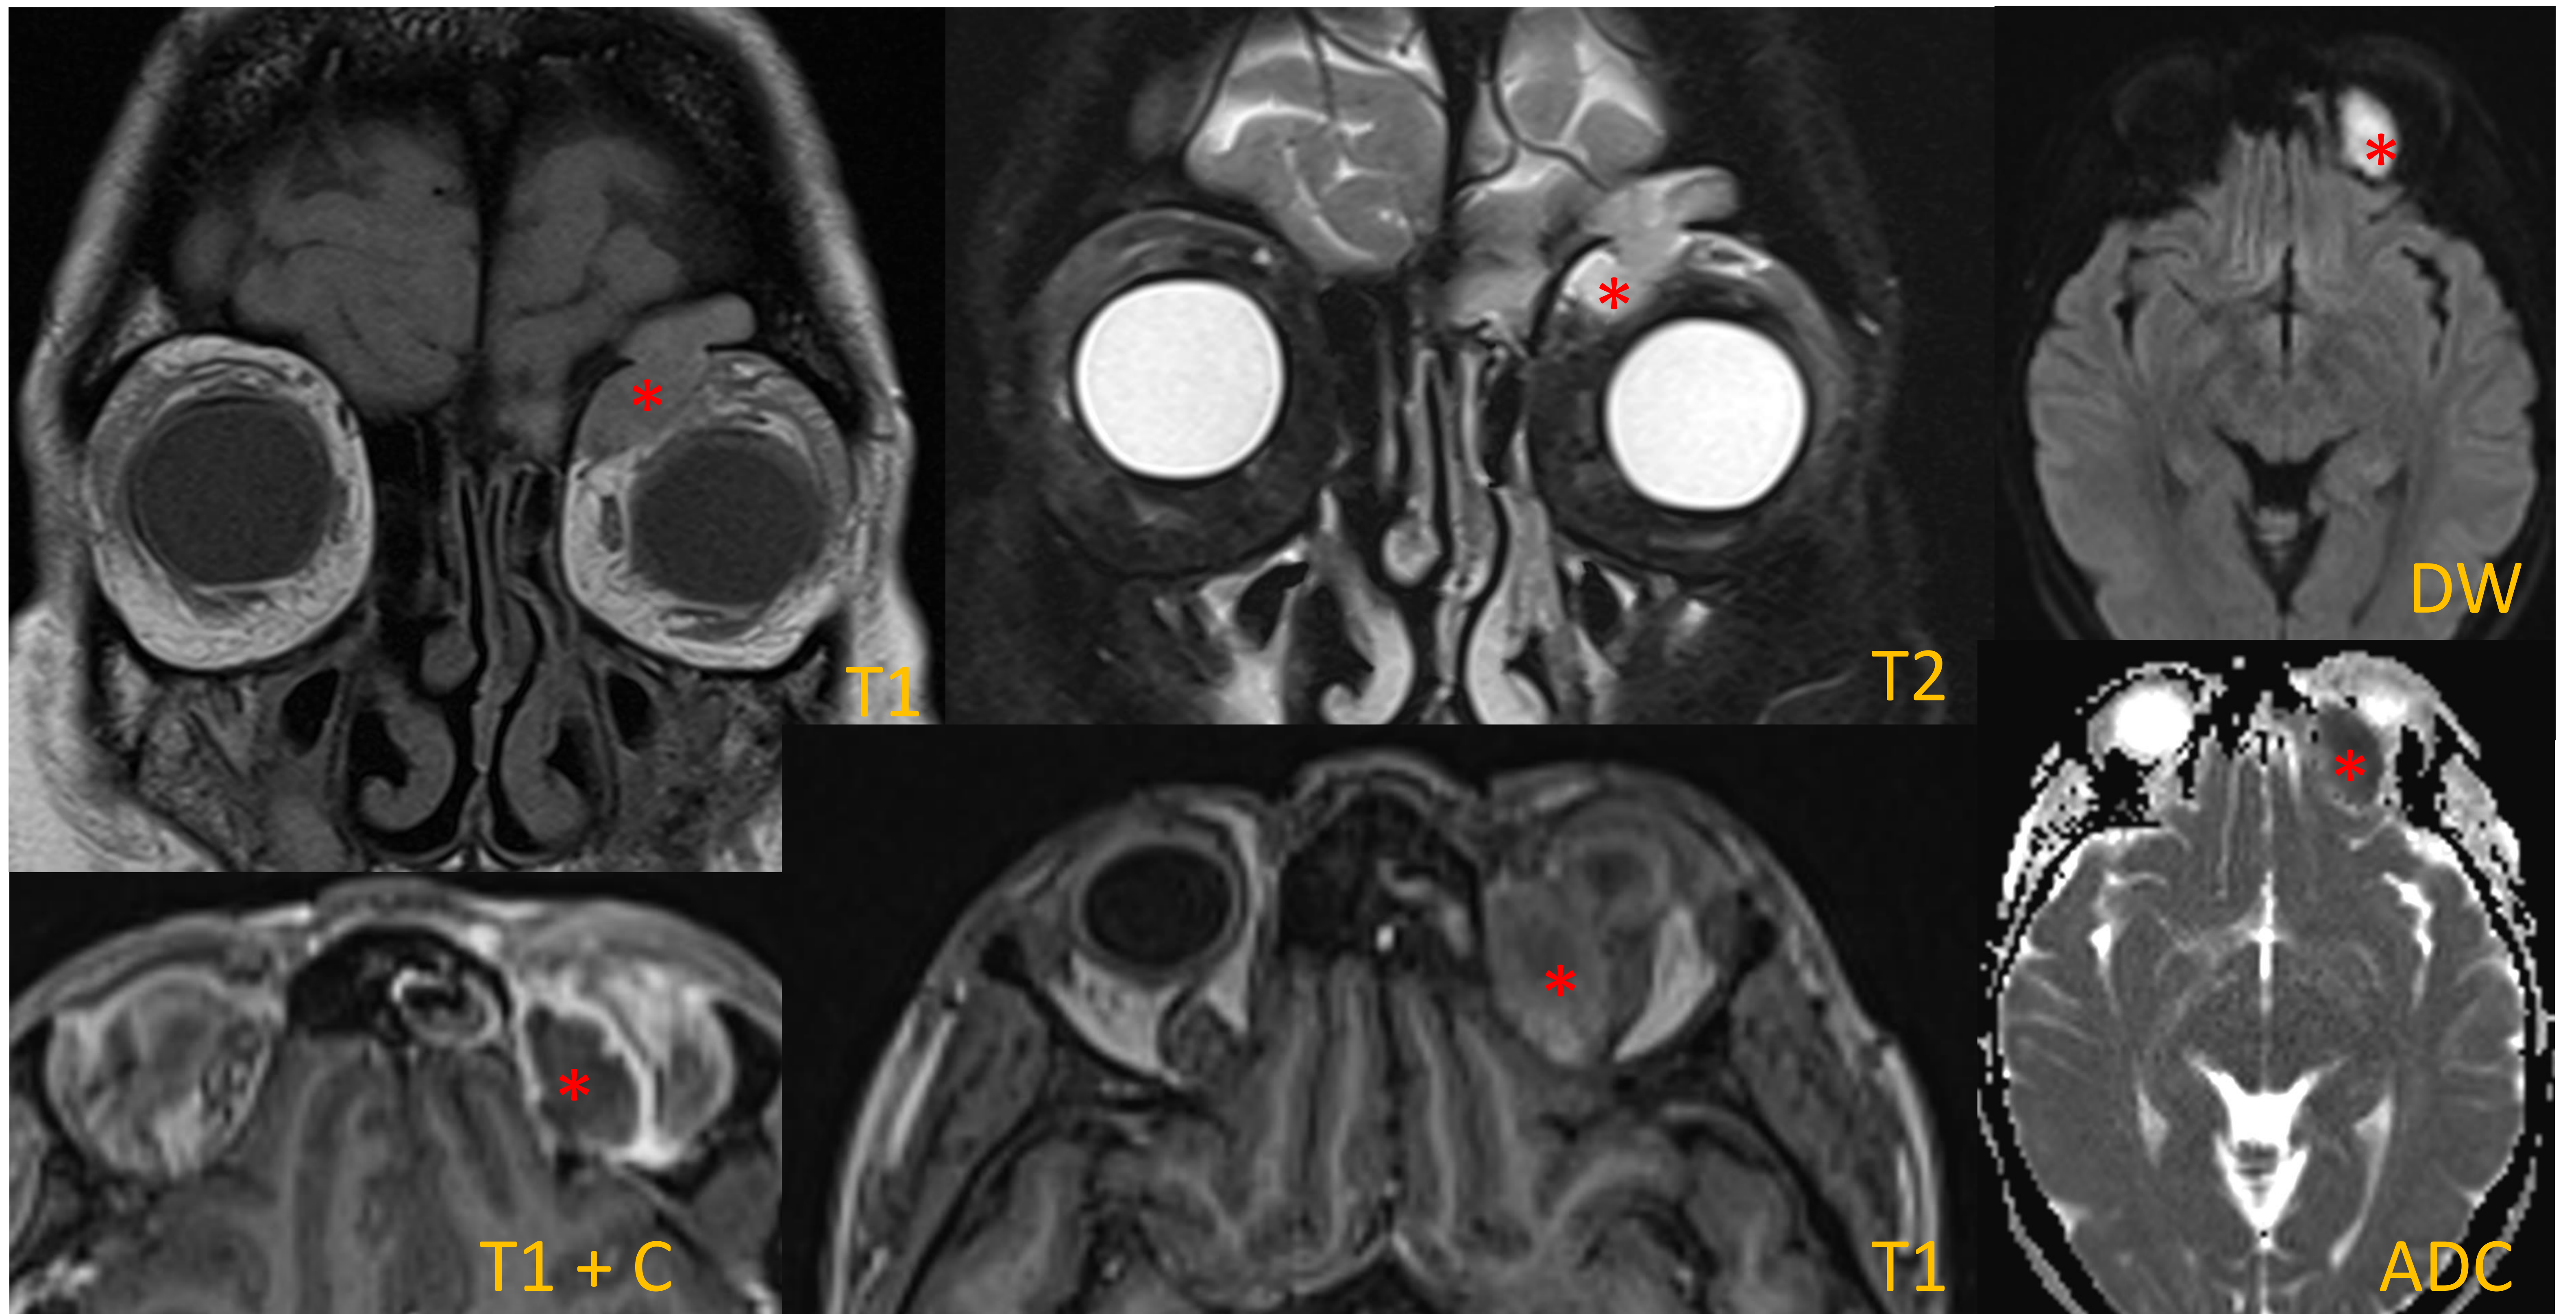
RM del paciente anterior, que muestra una colección inflamatorio-infecciosa extraconal izquierda(*) del seno frontal que condiciona desplazamiento de la órbita y del músculo recto superior y mínimo exoftalmos. Probablemente secundario a sinusopatía complicada fronto-etmoidal y/o mucocele infectado.
